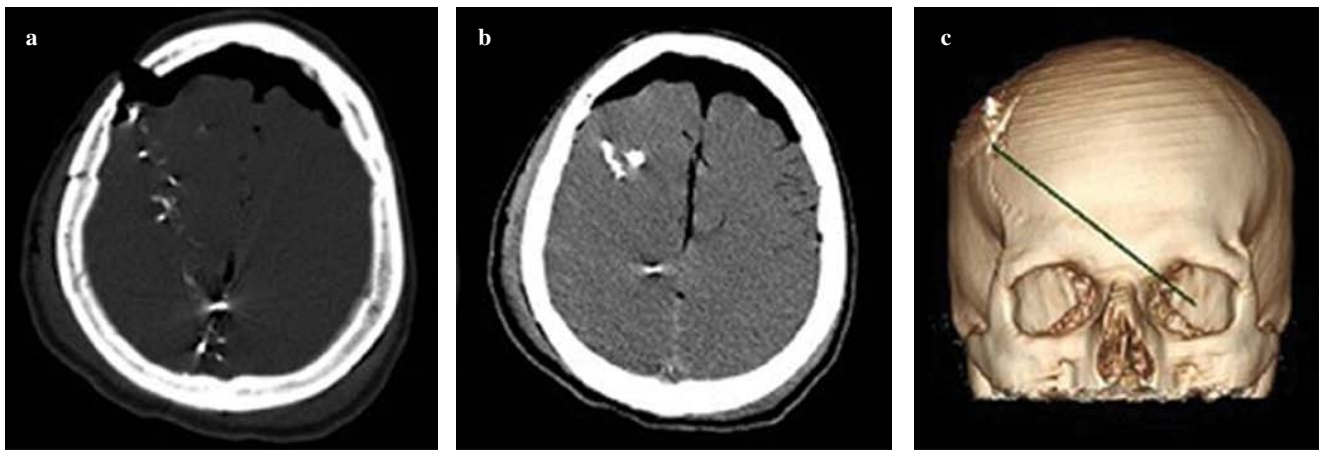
CT axial images (a,b) and 3D-CT volume-rendered reconstruction (c). In this homicidal event, while driving his car, the victim was shot by a man on a motorbike. Based on the distribution of bone and bullet fragments in the brain (a,b) the bullet's intracranial path was described as being anteroposterior, upward and from right to left (c).
